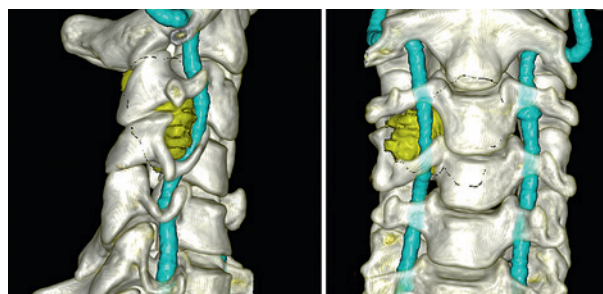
3D сегментация (КТ ангиография интракраниальных артерий+МРТ шейного отдела позвоночника с контрастным усилением)
